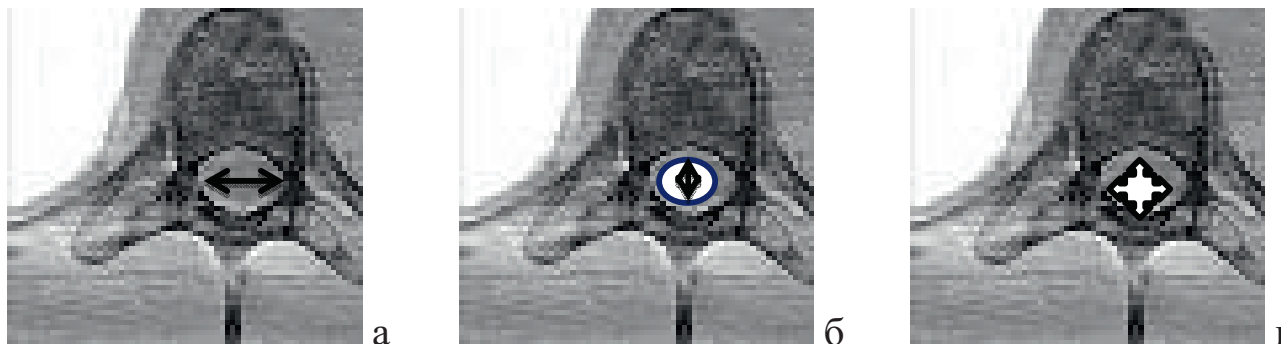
Планіметричні показники при МРТ візуалізації.
